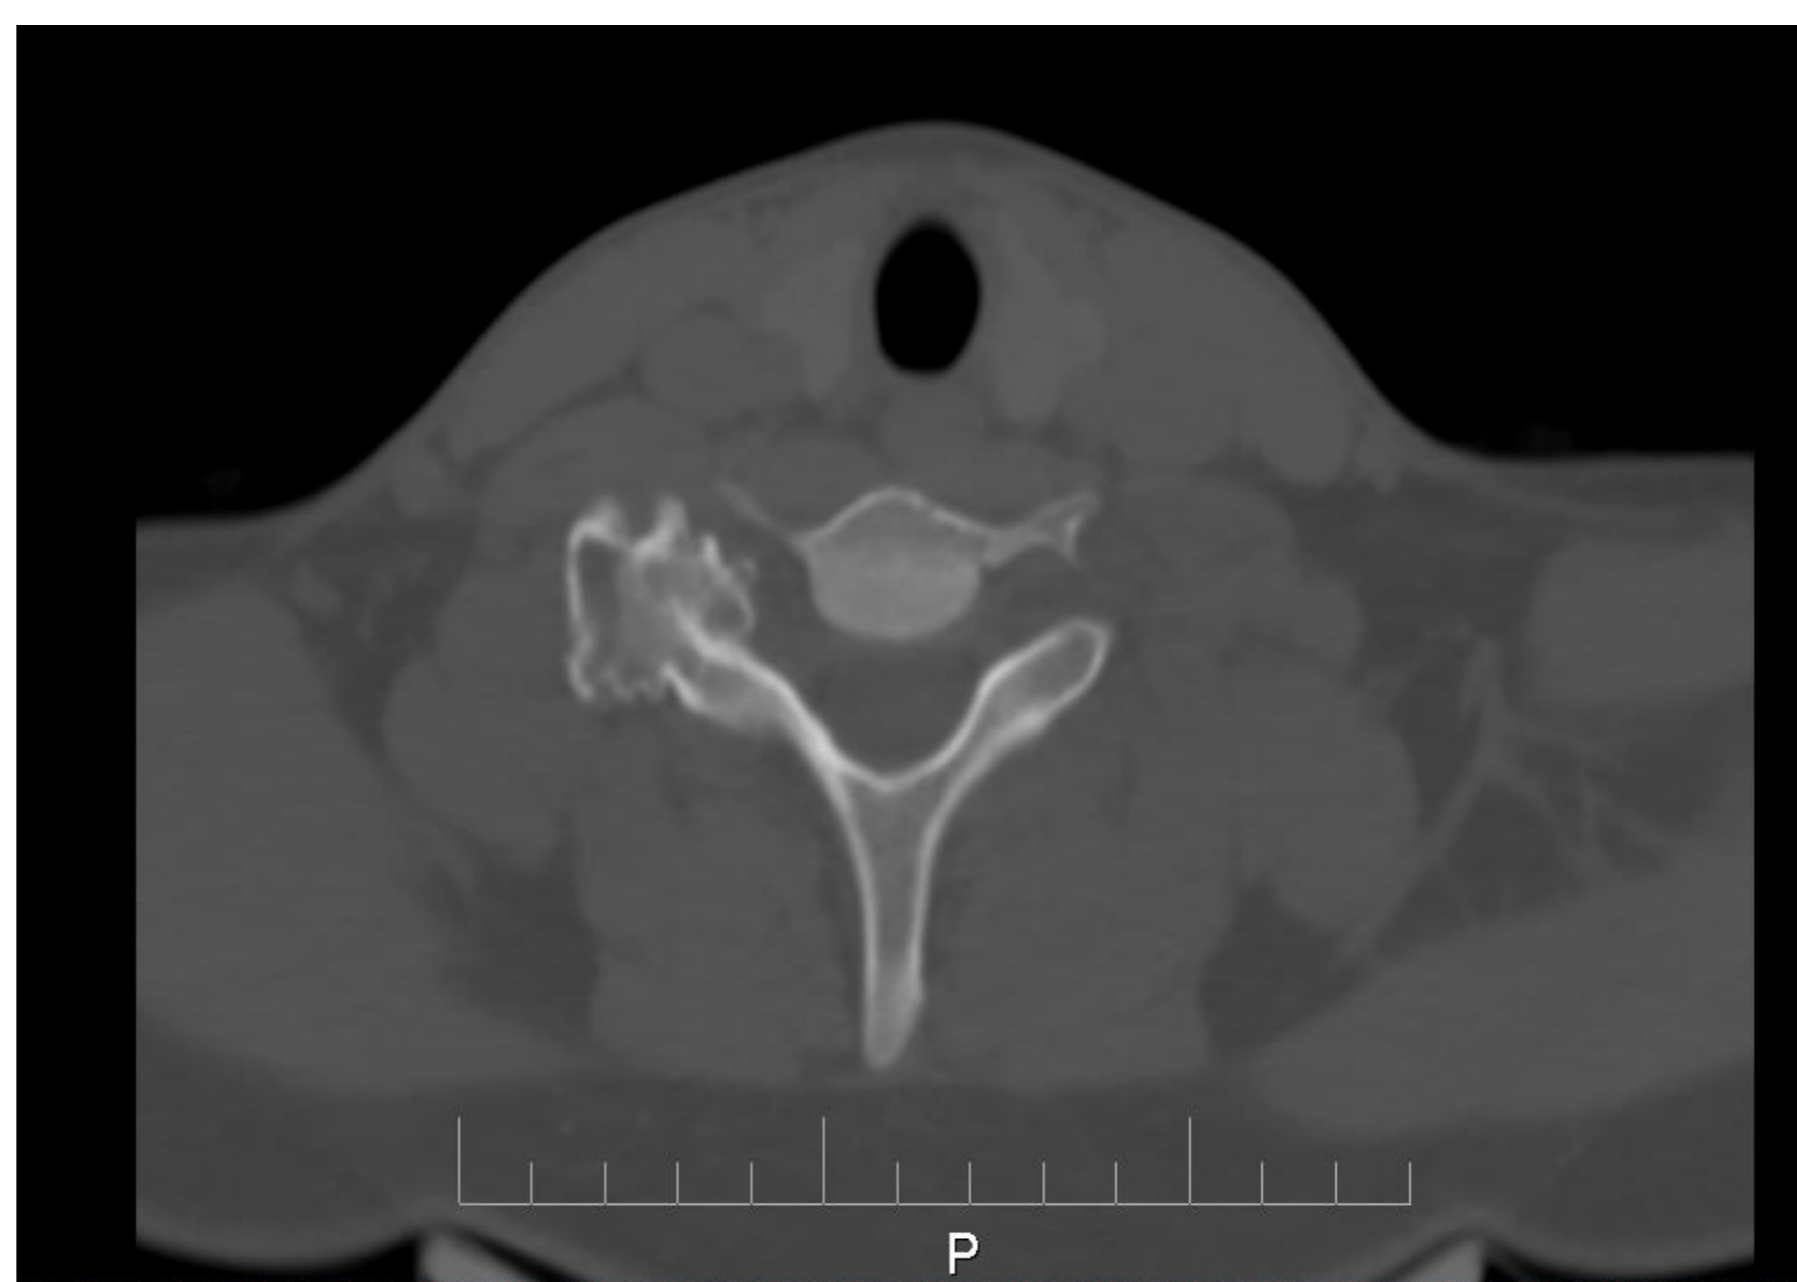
TAC de columna cervical simple (corte axial).
